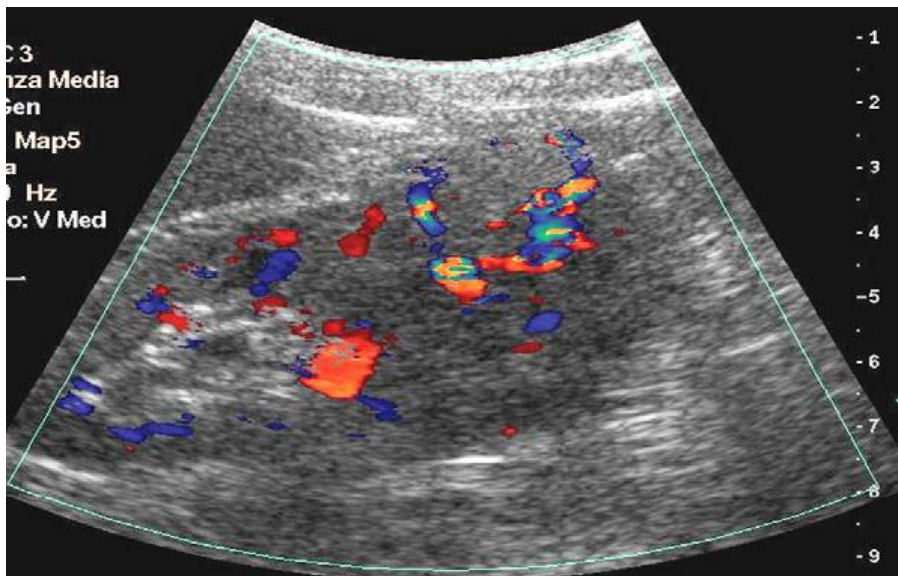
CCR au Doppler montrant une une activité vasculaire centrale et périphérique (9).
